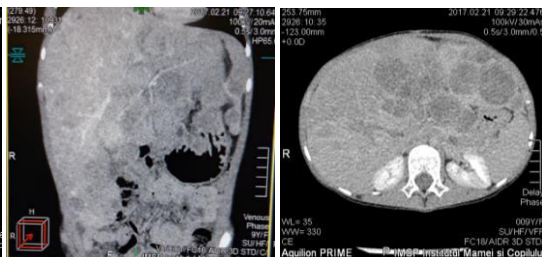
Cazul 2, CT la 10 ani.
